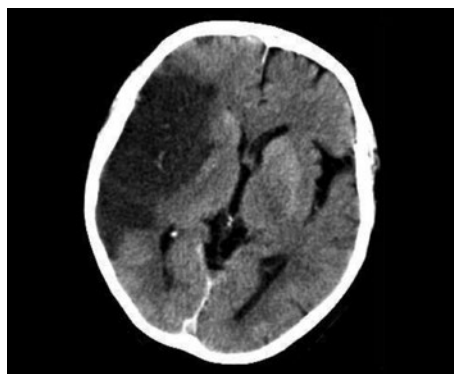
TC de encéfalo simple; corte axial. ACVi en territorio de ACM derecha, evolucionado con evidencia de efecto de masa.
